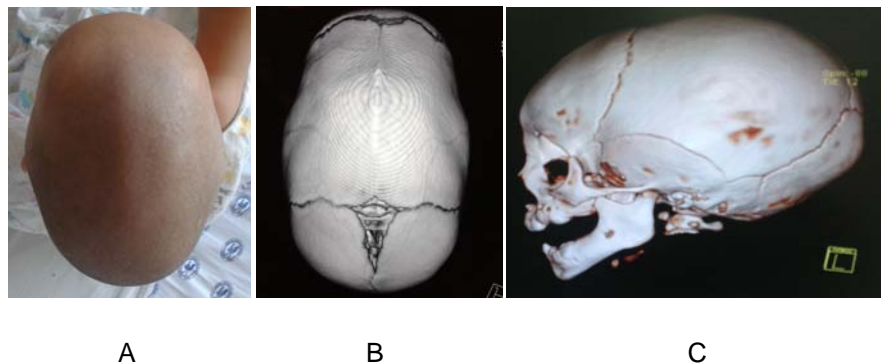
Escafocefalia, imágenes de un paciente del HIMFG, A) vista de la bóveda craneana desde arriba, que muestra el alargamiento anteroposterior, B) Tomografía computada 3D que corrobora la ausencia de la sutura sagital y confirma el alargamiento anteroposterior, C) TC 3D vista lateral.
